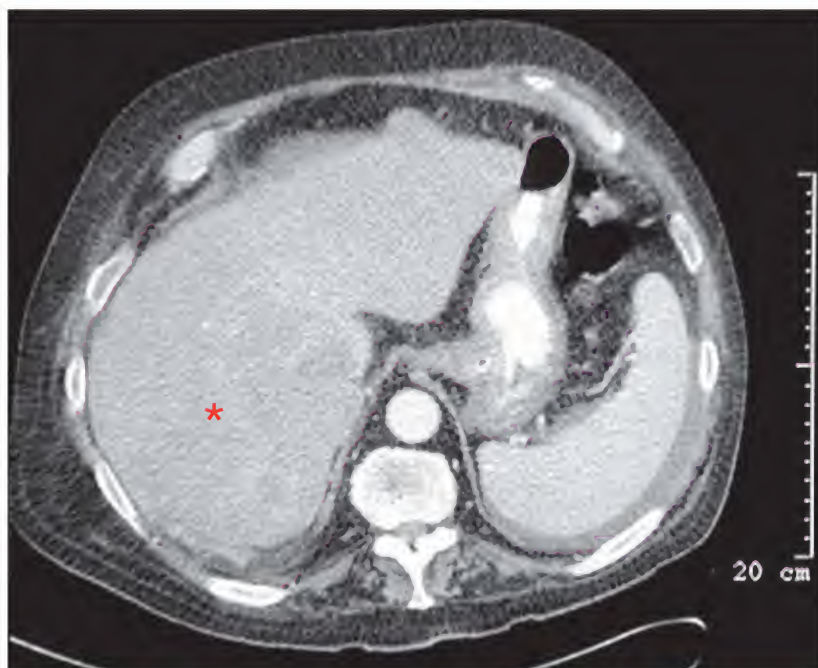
Colangiocarcinoma, tomografía computarizada
